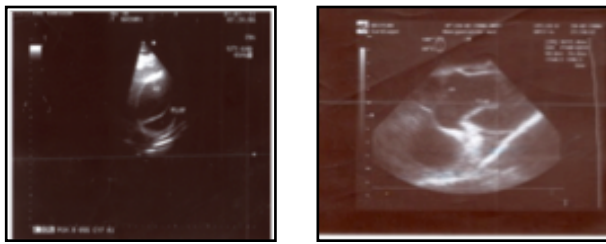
Echocardiographie : (coupe transversale de l'aorte ascendante avec présence d'un flap intimal).
